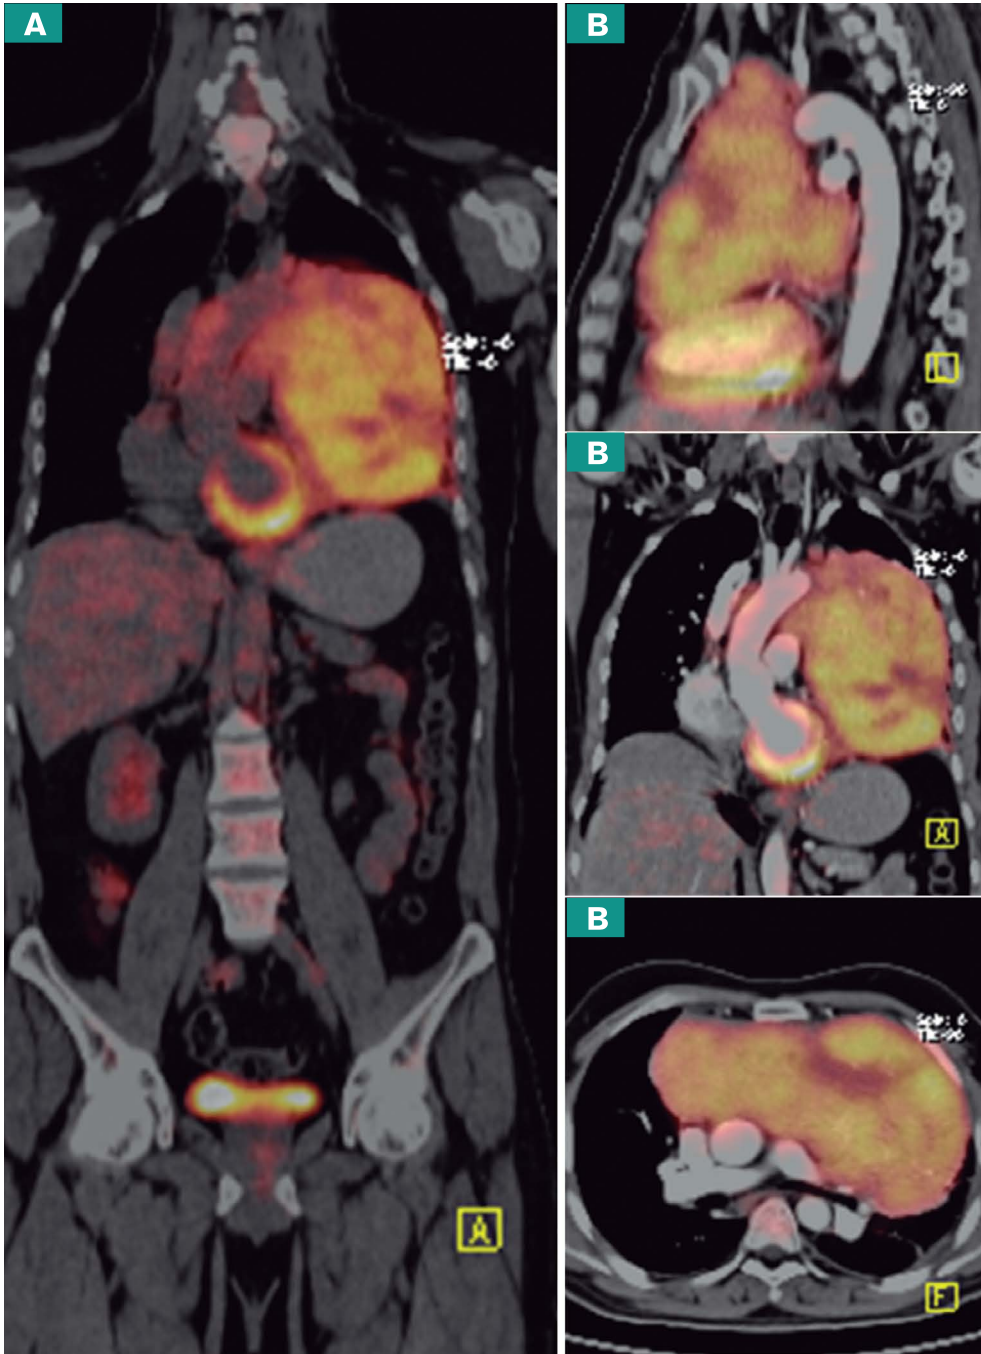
Estudio PET-CT con ^{18}F -FDG para estadificación de un paciente con timoma maligno. A. Imagen coronal de la fusión PET-CT en la que se demuestra una gran masa mediastinal con aumento anormal en el metabolismo. Hay actividad metabólica cardíaca normal. No se determinaron áreas de metástasis a distancia. B. Imágenes de cortes tomográficos sagital, coronal y axial (arriba abajo) de la fusión PET con tomografía contrastada, realizada adicionalmente dentro del estudio, en donde se verifica que a pesar del tamaño de la masa, ésta presenta adecuados planos de separación con las estructuras vasculares y otros tejidos mediastinales. Conclusión: se descartó metástasis del timoma y se pudo establecer los criterios de resecabilidad, a la vez que se estadificó adecuadamente al paciente. Dr. Iván Fabricio Vega González.
